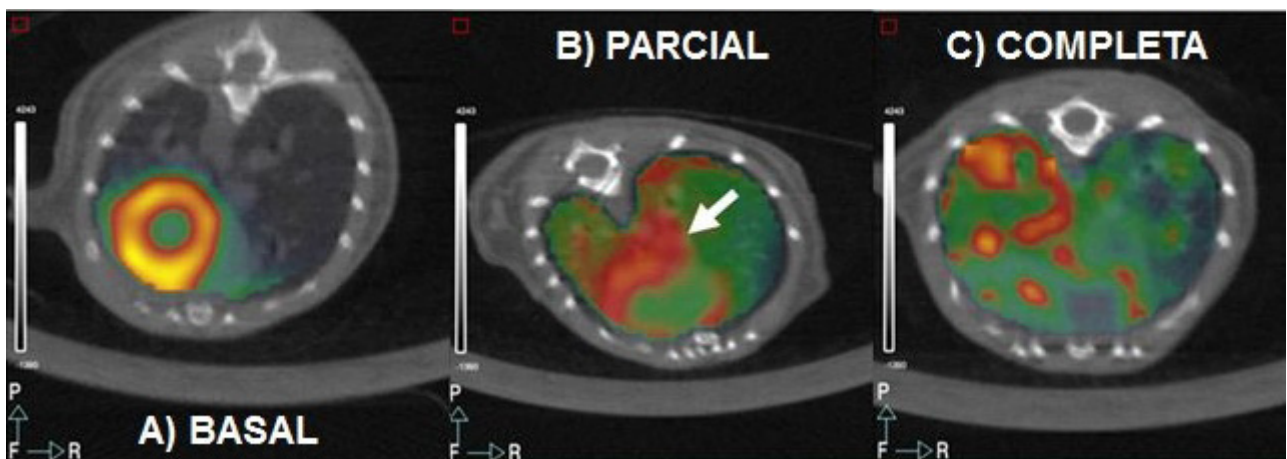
Imagen PET-CT de la cavidad torácica. (A) Imagen PET (color) típica del corazón tras la administración de ^{18}F -FDG, donde el miocardio del ventrículo izquierdo aparece muy intenso. (B) Si la dieta no funciona correctamente, no podemos distinguir si la zona marcada por la flecha es parte del corazón o es una lesión pulmonar. (C) Si el miocardio desaparece de la imagen, entonces todas las lesiones son claramente visibles.
